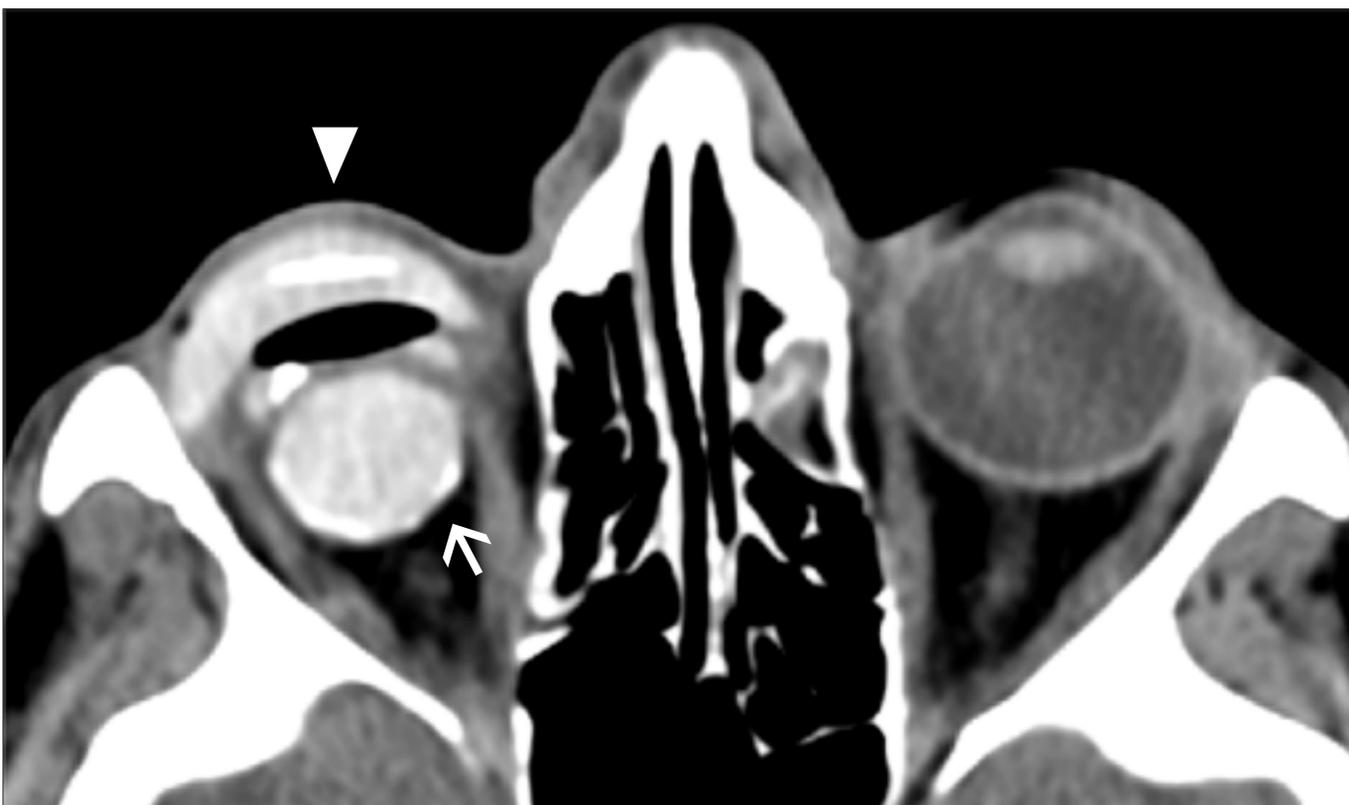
Paciente de 69 años con enucleación del ojo derecho tras traumatismo con un palo a los 6 años de edad. Implante de silicona sin cambio desde hace 42 años. Corte axial de TC muestra implante esférico hiperdenso en la órbita derecha (flecha), cubierto por una prótesis ocular (cabeza de flecha).
